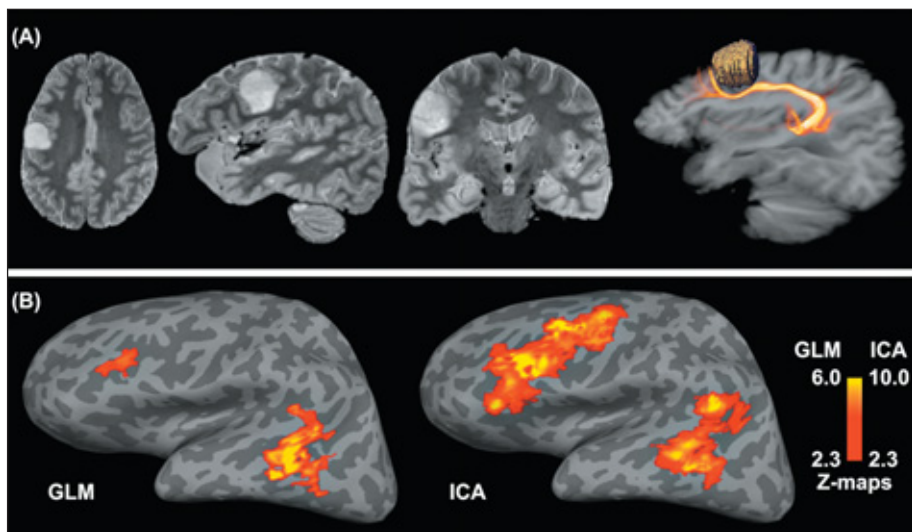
(A) Links frontales Oligodendrogliom MRT-Schichtbilddarstellung (T2/FLAIR). Auf der rechten Seite eine sagittale Projektionsansicht der linken Hemisphäre und Volumendarstellung der Connecting Samples mit Oberflächenansicht des Tumors. (B) Sprachrelevante funktionelle Aktivierungen bei einem visuellen Paradigma. Die datengetriebene Independent Component Analysis (ICA) ist zur Vermeidung falsch-negativer Resultate im Vergleich zum Generalisierten Linearen Modell (GLM) besser geeignet.
